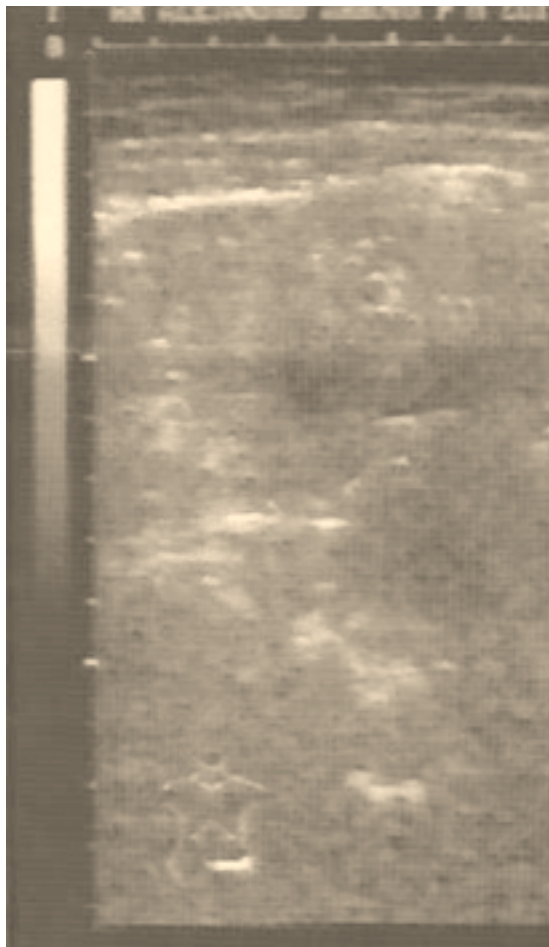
Ecografía abdominal. Demuestra lesión polipoida endoluminal.
